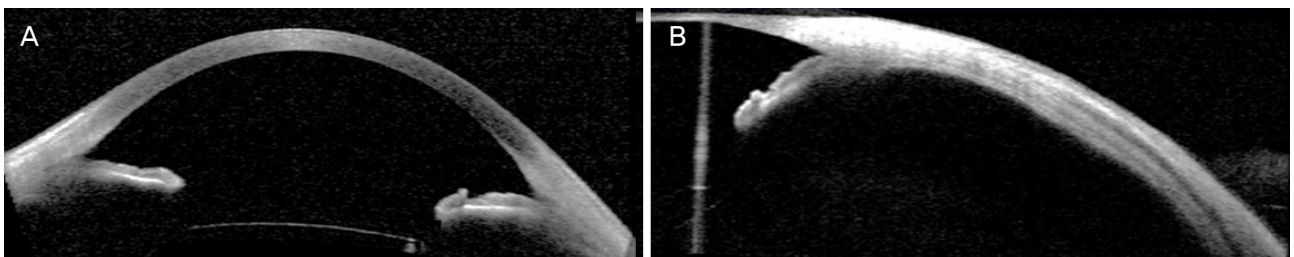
Post-operative anterior segment optical coherence tomography (OCT). (A) A typical OCT image in the patient at 3 months after surgery. (B) OCT shows the scleral tunnel with the incarcerated haptic of the intraocular lens at 3 months. There are no signs of leakage or inflammation.
